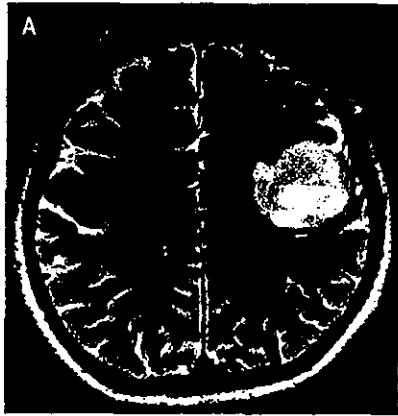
A : A preoperative T2-weighted MR image showed a tumor that seemed to be motor glioma.
